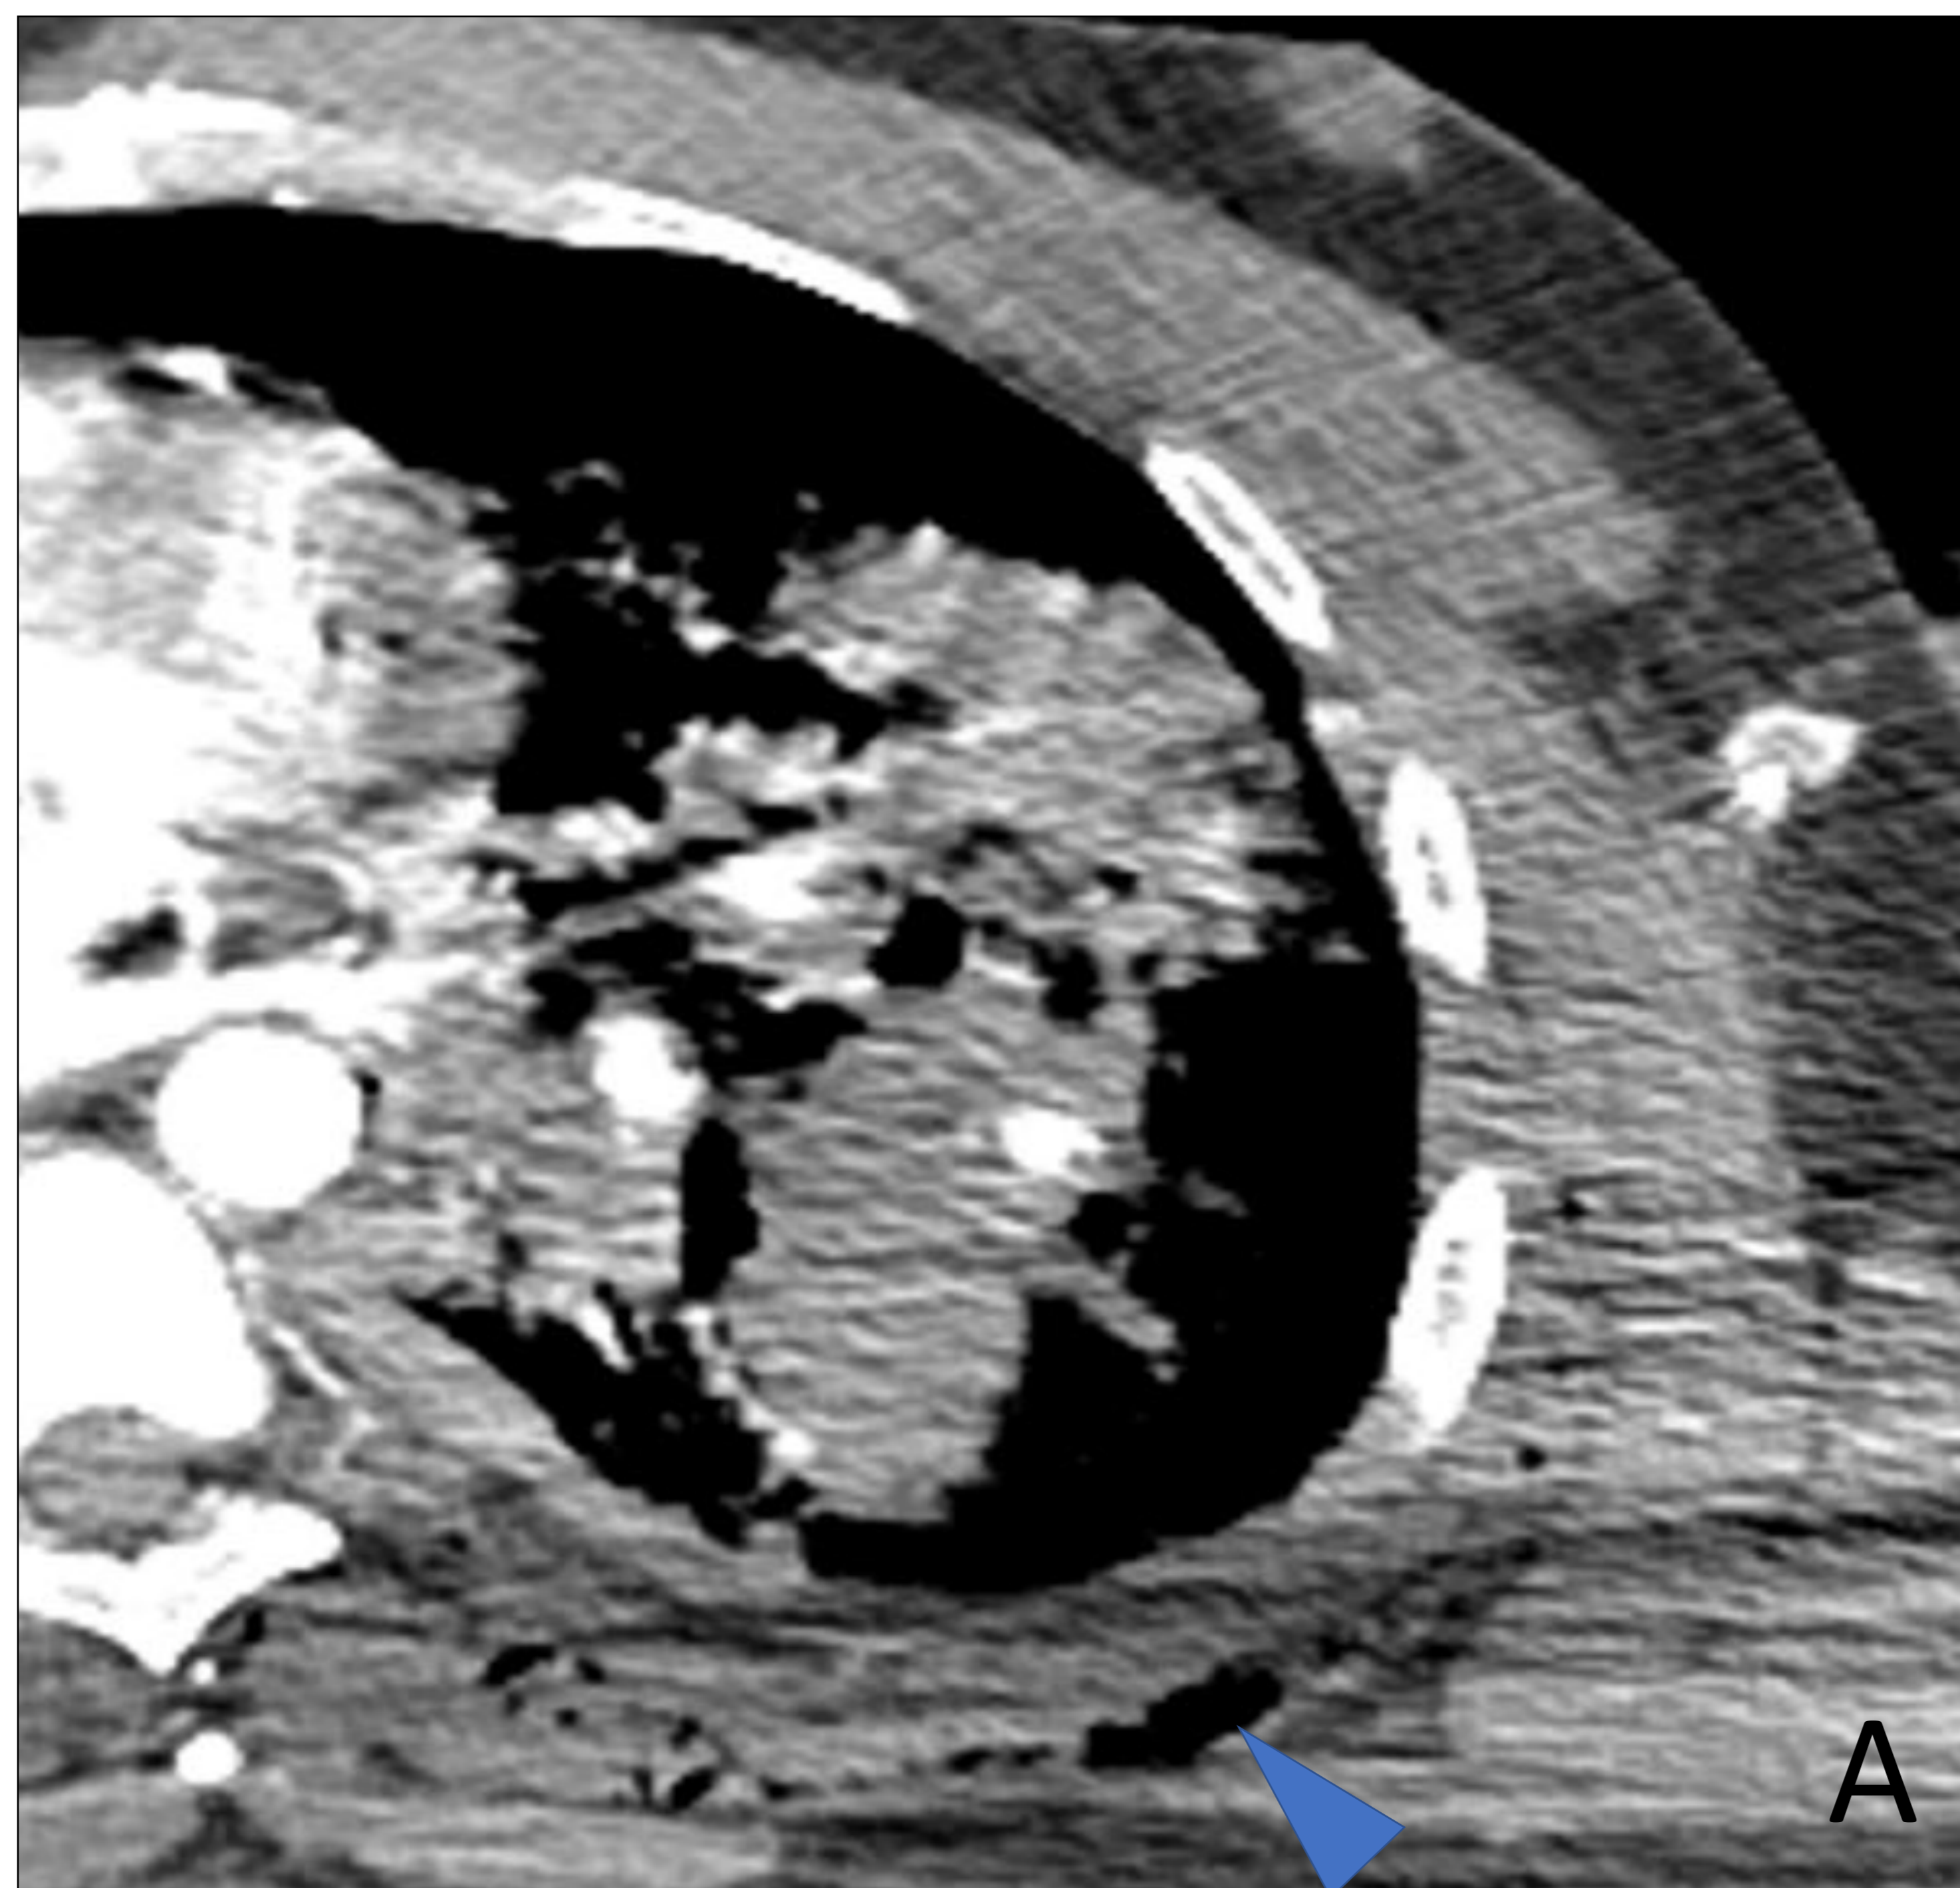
TC torácico realizado con contraste yodado i.v. en fase arterial (A) y fase tardía (B) con ventana de mediastino, que muestra laceración pulmonar con extravasación de contraste en fase arterial y acumulación posterior en relación con sangrado activo (flecha). Asocia enfisema en planos intermusculares de la pared torácica posterior (punta de flecha)
